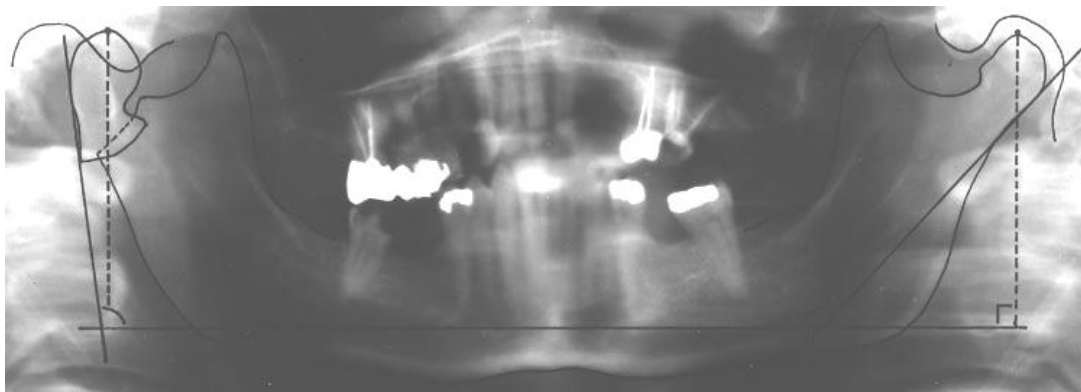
Método pelo qual o deslocamento sagital e perda de altura do ramo foram quantificados na radiografia panorâmica.
